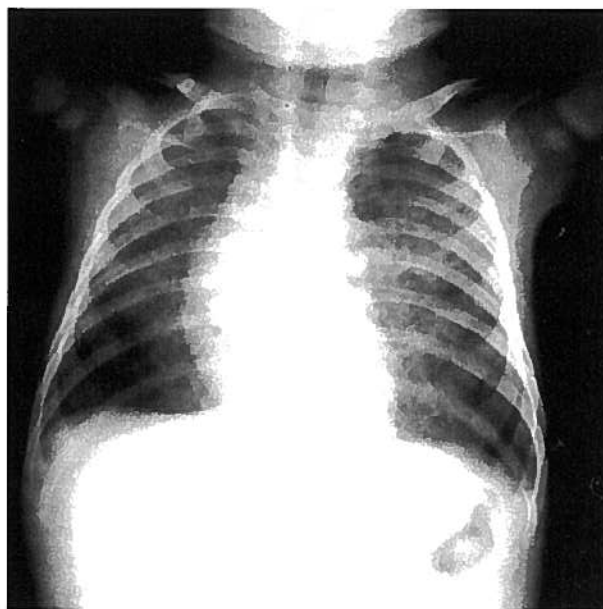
Radiografia torácica mostrando infiltrado intersticial bilateral, posteriormente comprovado corresponder a pneumonia por *Pneumocystis carinii*.
